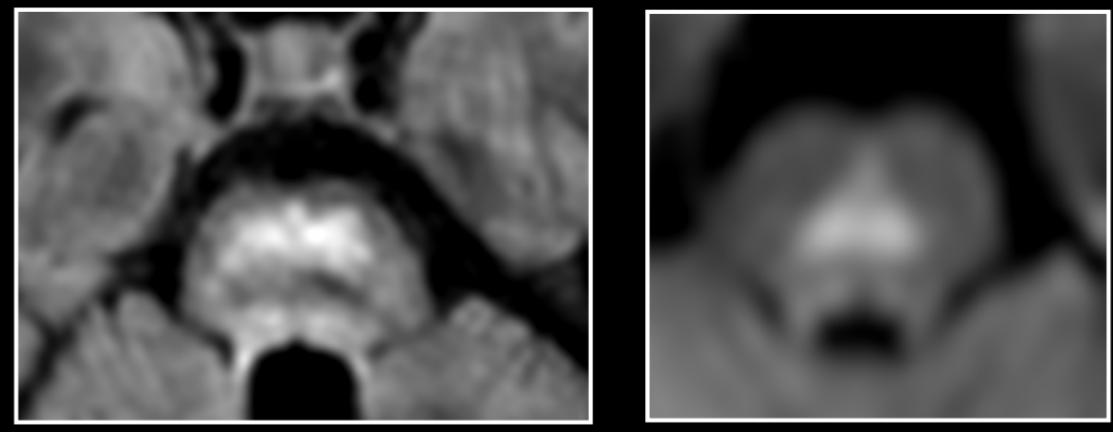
Hypersignal FLAIR du tegmentum à la jonction ponto-mésencéphalique (A : sagittal ; B : coronal)
